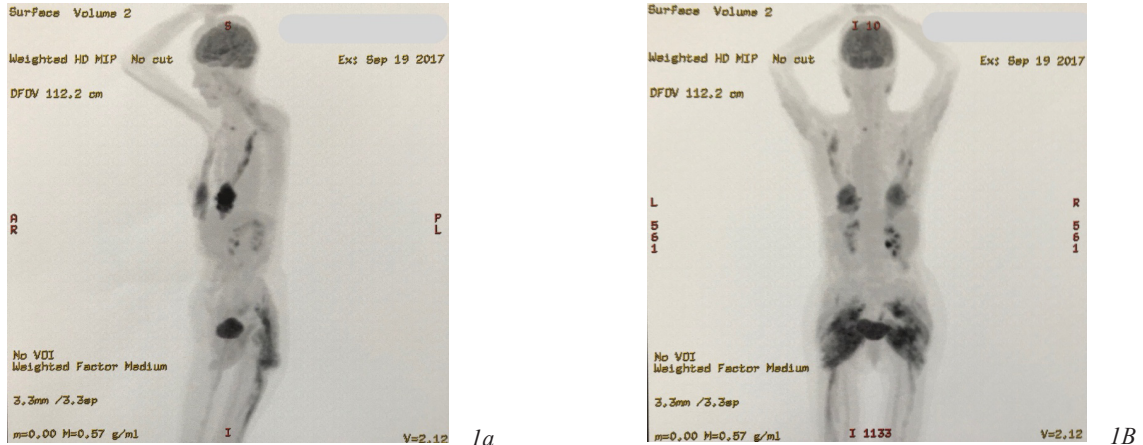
PET-scan of patient #1: (a) and (b) demonstrating a significant tracer accumulation in breasts and buttocks
